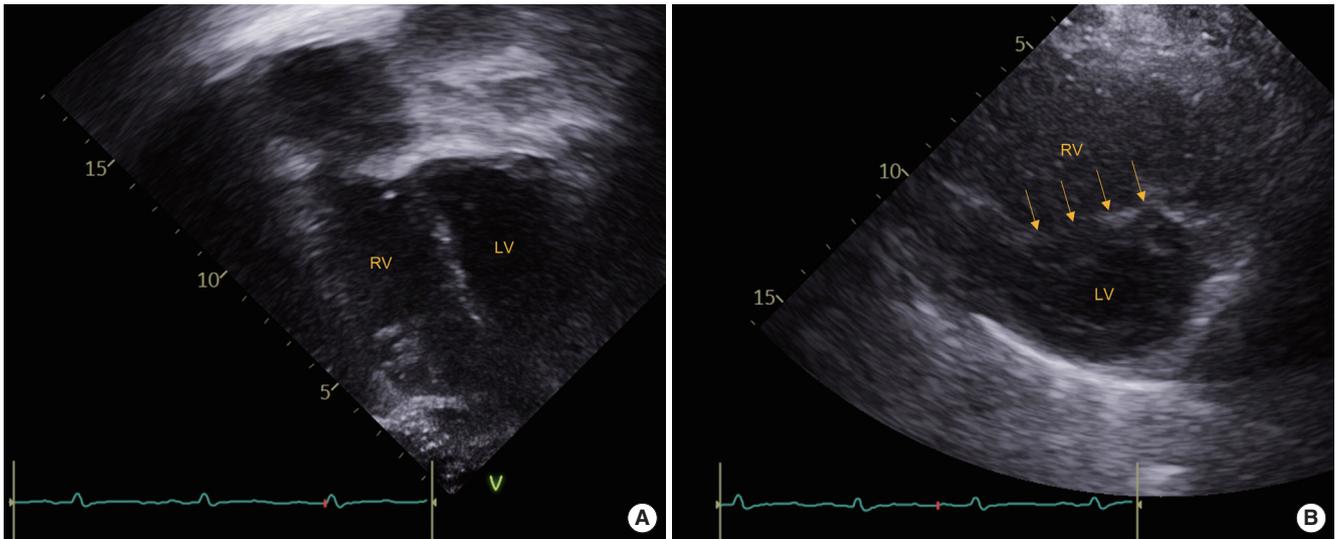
Transthoracic echocardiogram obtained on admission. (A) Right ventricular dilatation and hypertrophy at end-diastolic phase in the apical 4-chamber view. (B) Flattened interventricular septum at end-systolic phase in the parasternal short-axis view. RV, right ventricle; LV, left ventricle; V, indicator.
